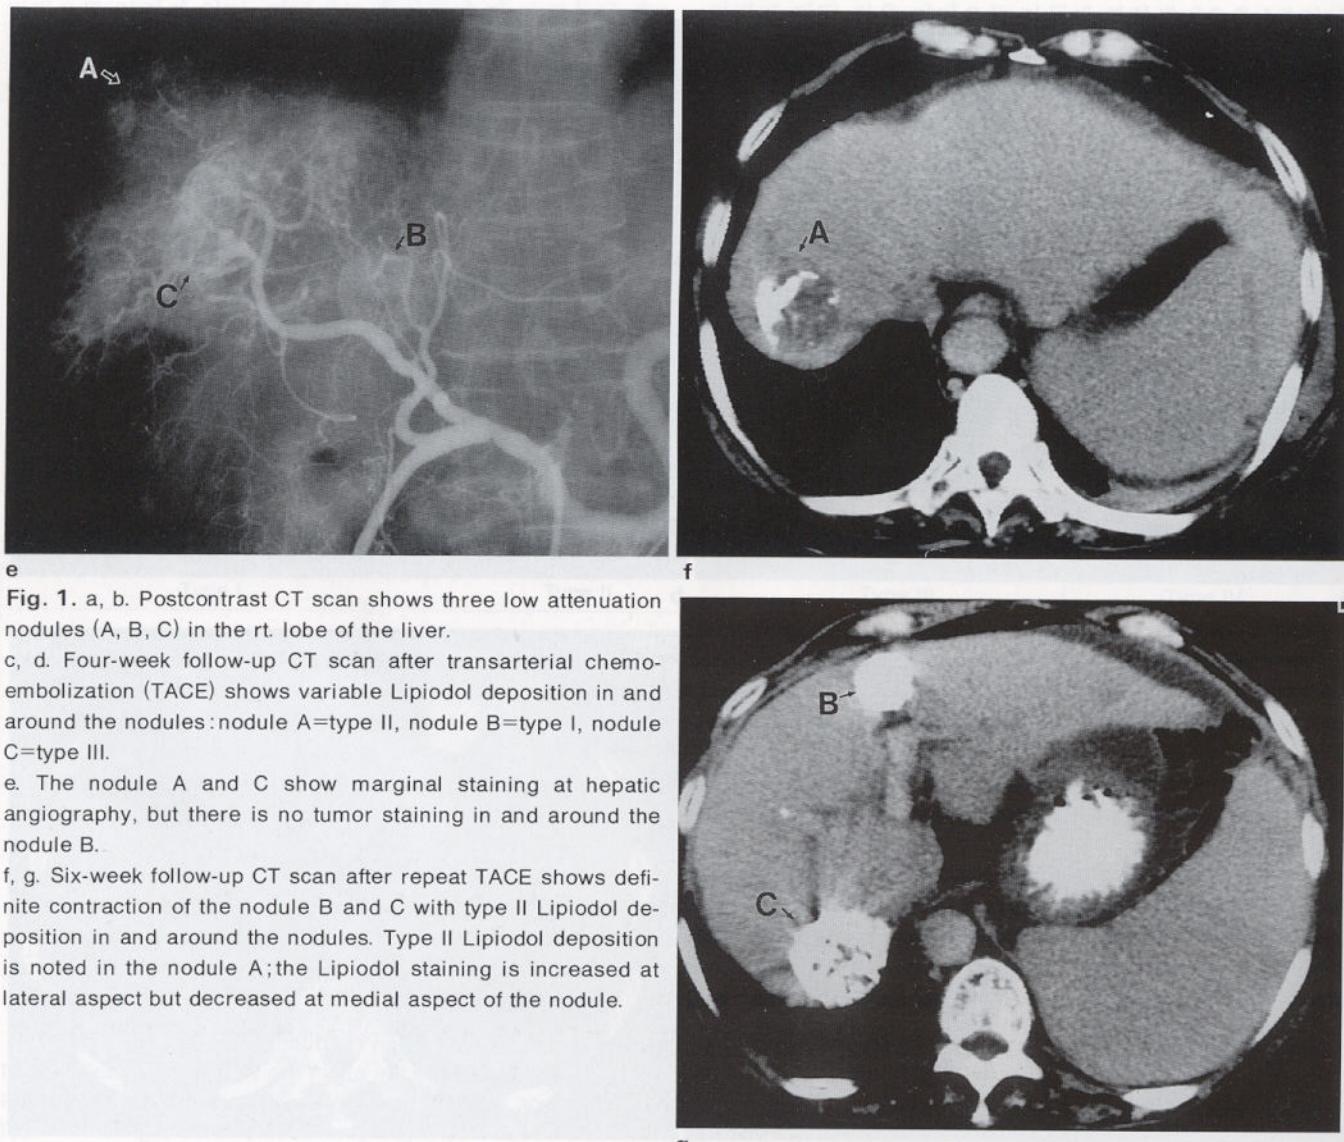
a, b. Postcontrast CT scan shows three low attenuation nodules (A, B, C) in the rt. lobe of the liver.
